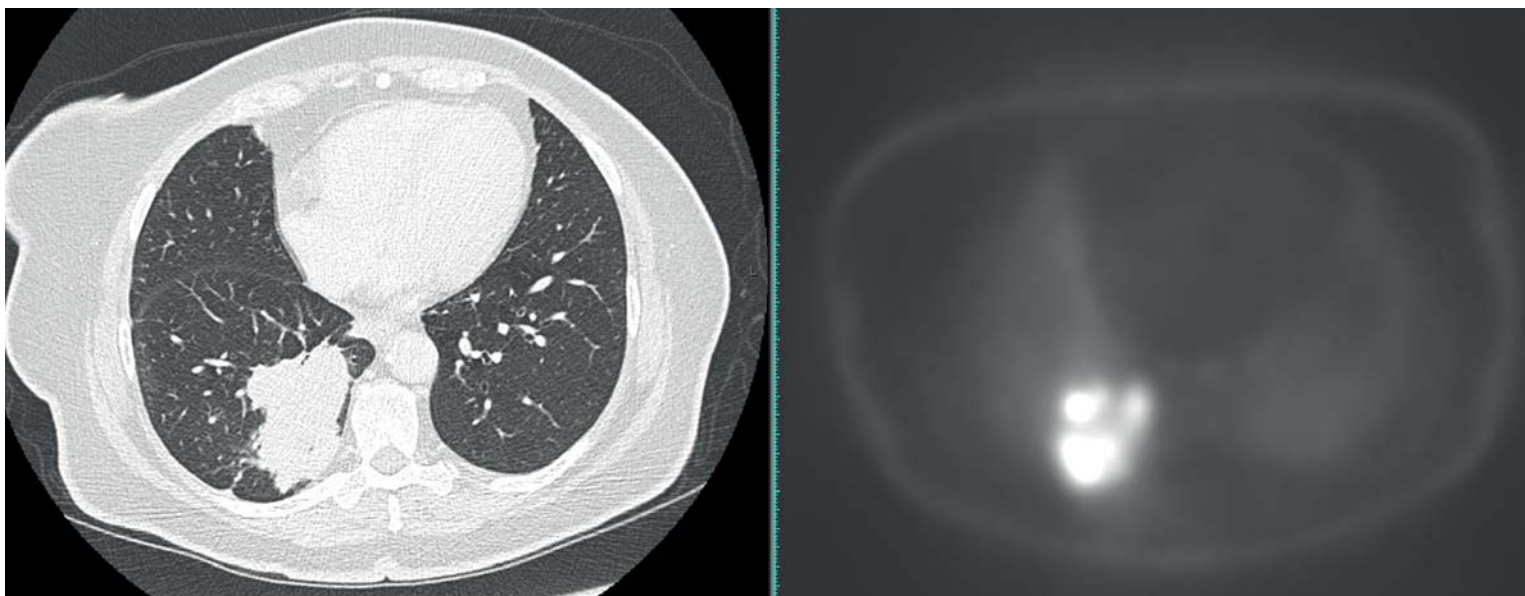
ПЭТ, совмещенная с КТ, до резекции
